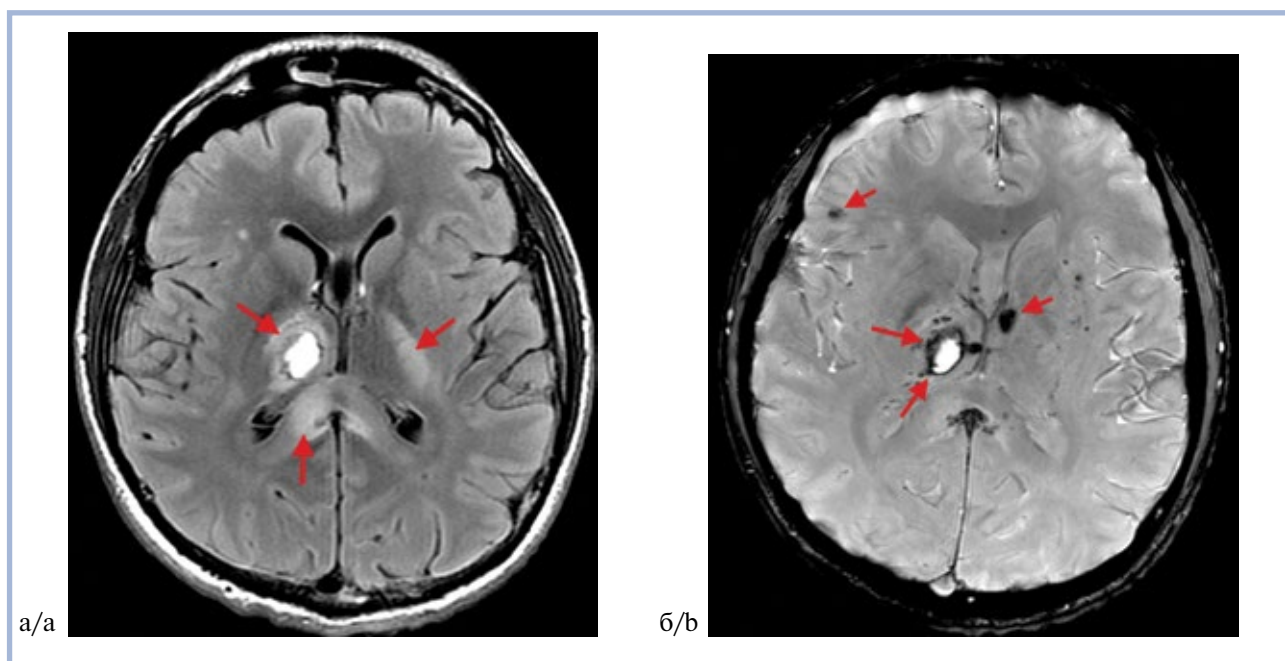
МРТ-исследование при ДАП.
